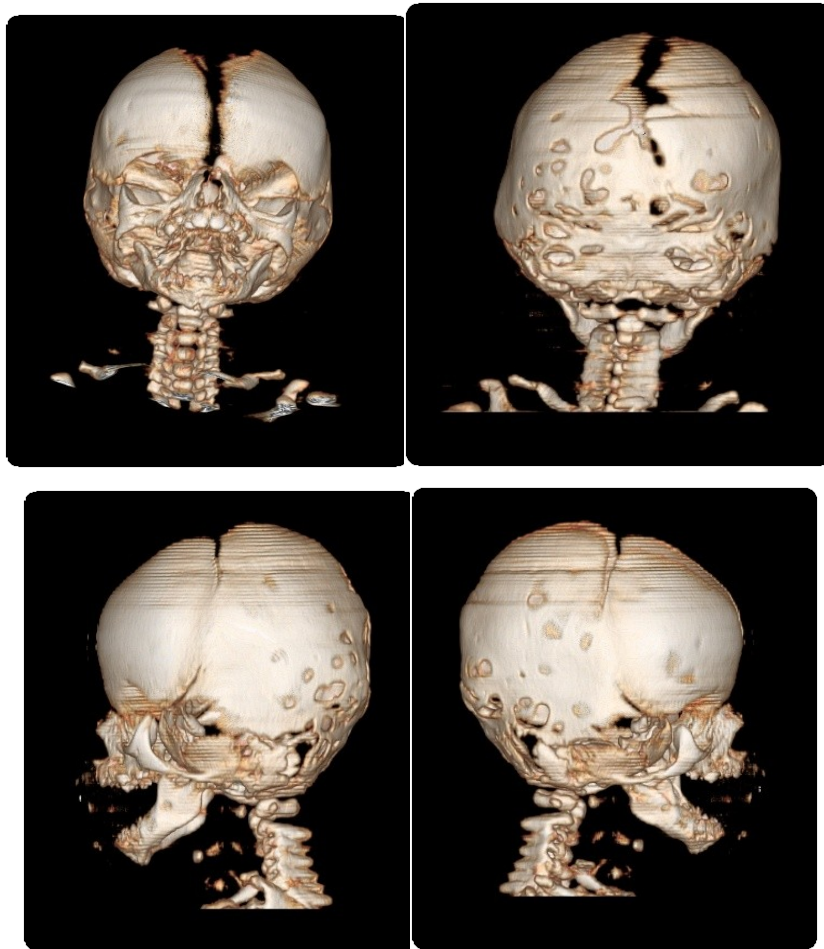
TDM cranio-faciale 3D
